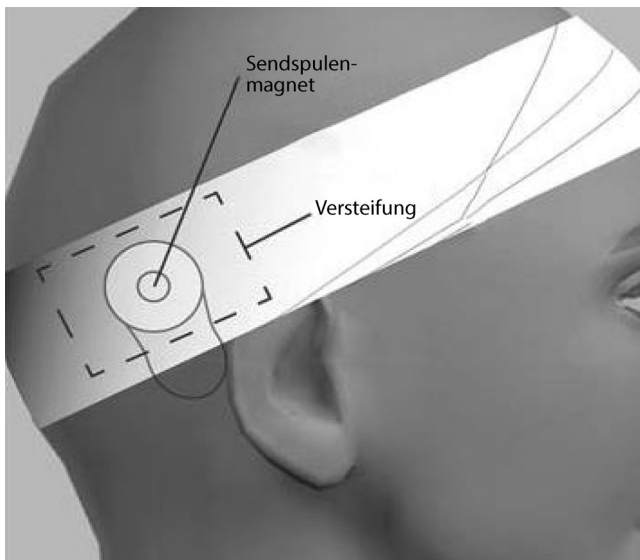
◀ Bandagetechnik des Kopfes von CI-Trägern vor MRT-Untersuchungen. Der Sendespulenmagnet stellt den internen implantierten Magneten dar. Diese Empfehlung trifft für Magnetfeldstärken bis 1,5 Tesla zu. Bei Magnetfeldstärken größer 1,5 Tesla ist der interne Magnet zu entfernen [3, 5]. (© Cochlear Ltd., mit freundl. Genehmigung)
